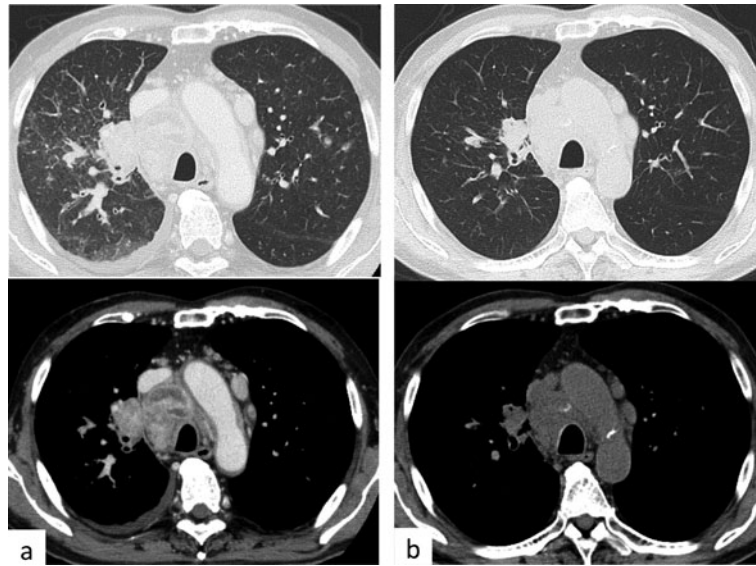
胸部CT. (a) 胸部造影CT. 20XX年5月. 両肺の結節・粒状影, 肺門・縦隔リンパ節の腫大および右胸水を認めた. (b) 胸部単純CT. 20XX年6月. 結節・粒状影の消退, 肺門・縦隔リンパ節の縮小, 胸水の消失を認めた.
